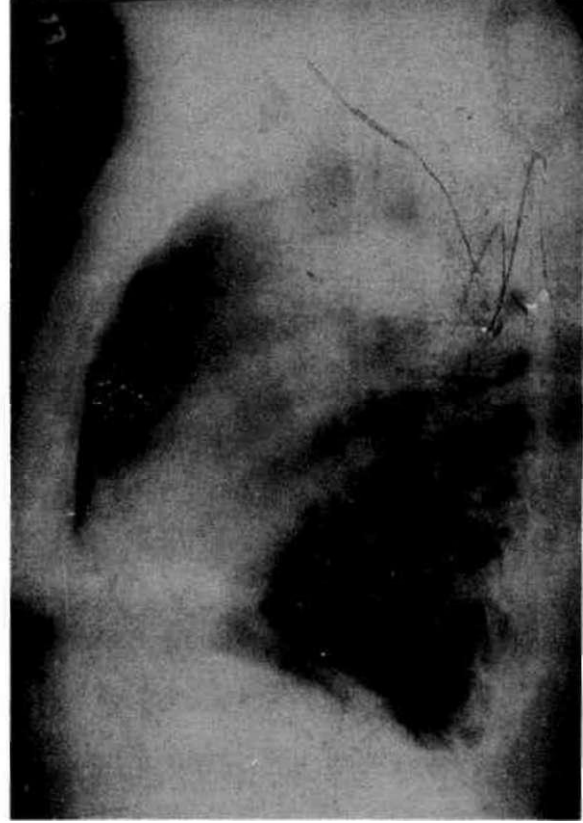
Soldan benign plevral mezotelioma tespit edilen bir hastamızın P-A akciğer grafisi.
